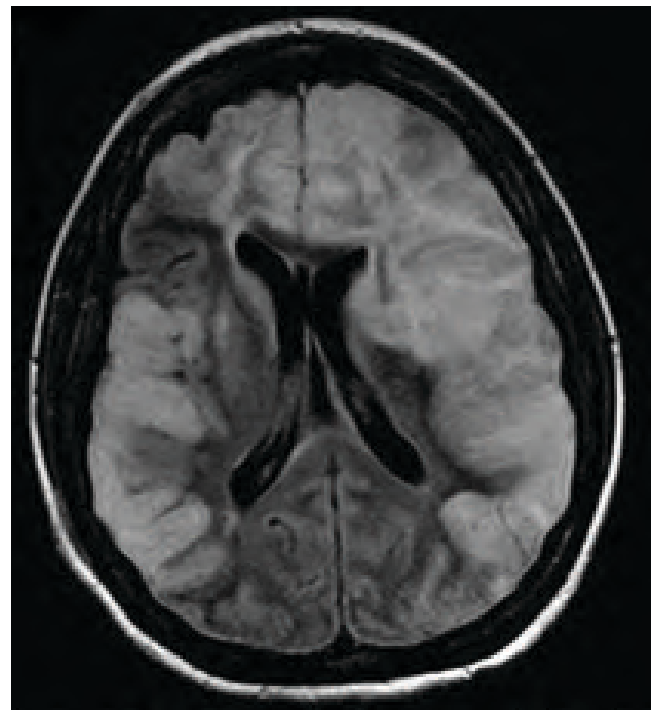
Resonancia de cráneo con gadolinio realizada posterior a la parada cardiorrespiratoria, cuatro meses después del inicio de la sintomatología, la cual muestra leucoencefalomalacia extensa.
